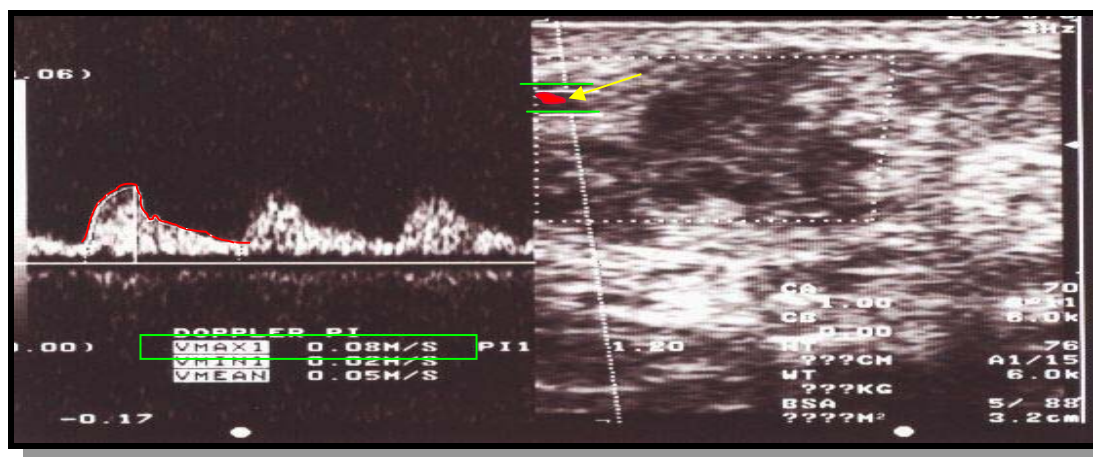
Vaso detectado e selecionado através do Color Doppler (flecha em amarelo), utilizando o aparelho ATL HDI 1500, imagem em modo Duplo. Notar o traçado feito manualmente (em vermelho) sobre o espectro e o calculo automático da V max .
